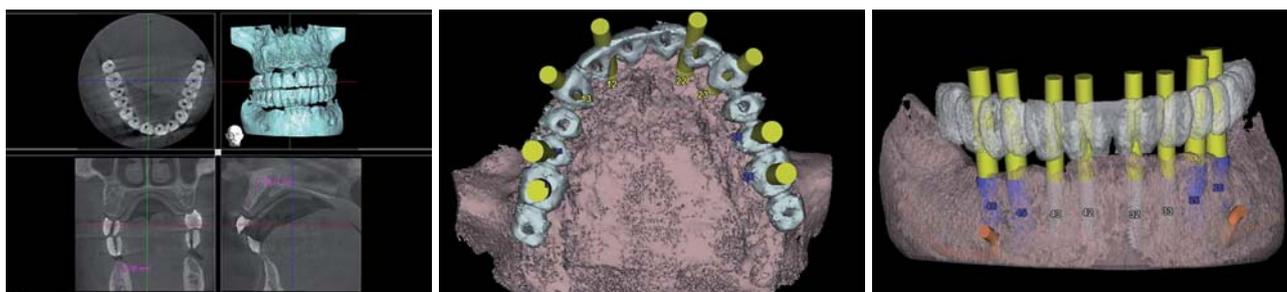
Digitale Volumentomografie: 3-D-Darstellung OK und UK. – Abb. 5: Virtuelle Computer-Implantatplanung im Oberkiefer. Okklusale Ansicht (ExpertEase®, DENTSPLY Friadent). – Abb. 6: Virtuelle Computer-Implantatplanung im Unterkiefer. Laterale Ansicht.
